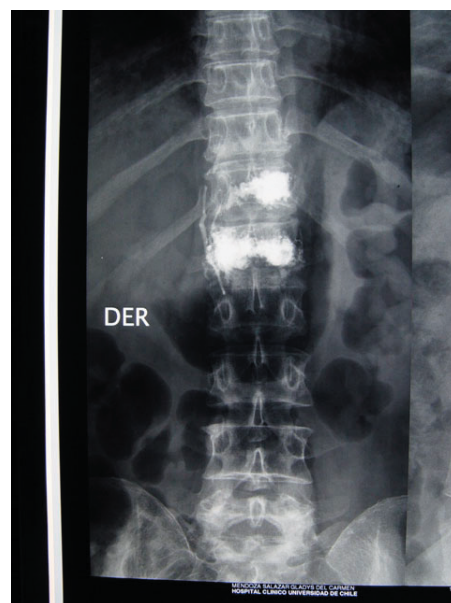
Radiografía que muestra vertebroplastias realizadas por vías uni y bipedicular.
